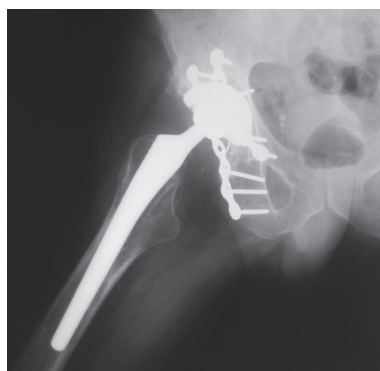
Рентгенограмма через год после операции
